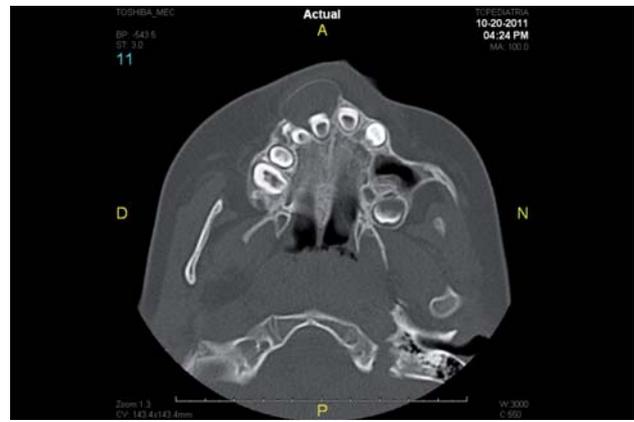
TAC corte coronal.
